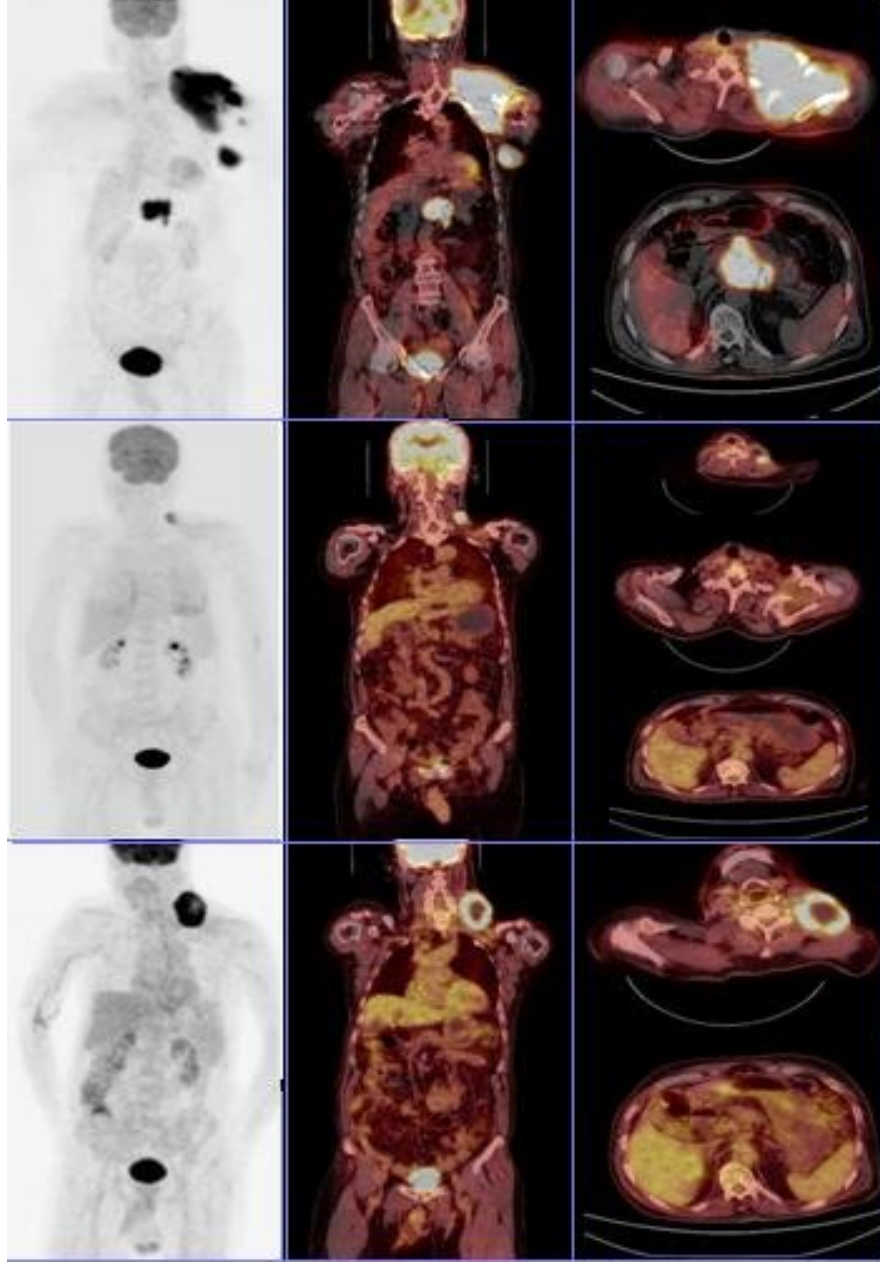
5 No'lu hastaya ait PET/BT görüntüleri
